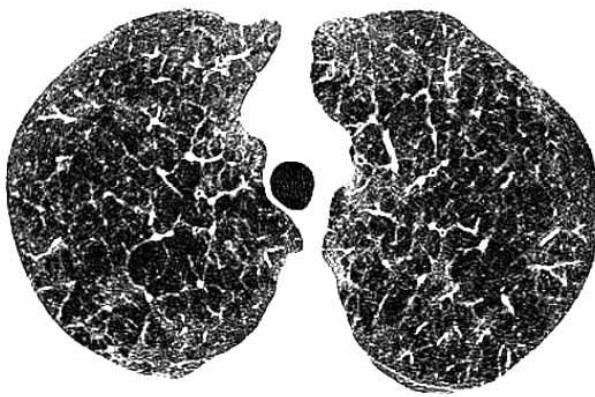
Enfisema centroacinar, TAC de alta resolución. Imágenes con incremento de transparencia por aumento de espacios aéreos, bilaterales y simétricos.
